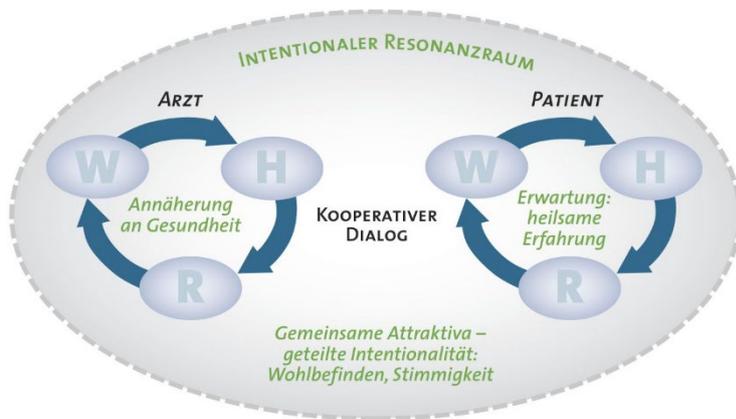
Intentionaler Resonanzraum. Durch eine gemeinsame Intentionalität wird so etwas wie ein gemeinsamer Resonanzraum gebildet, in dem Kokreativität stattfinden kann. Die Attraktiva der beiden Kooperationspartnerinnen sind nicht identisch, passen aber zusammen. Abkürzungen: W: Wahrnehmen, H: Handeln, R: Reflektieren; in der Mitte stehen die Attraktiva (vgl. Petzold 2013c, 2015, 2022a,b).
